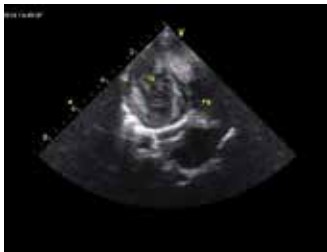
Эхокардиограмма в нестандартной апикальной четырехкамерной позиции. Множественные рабдомиомы различных размеров в правом и левом желудочках (указаны стрелками) у ребенка 6 месяцев
